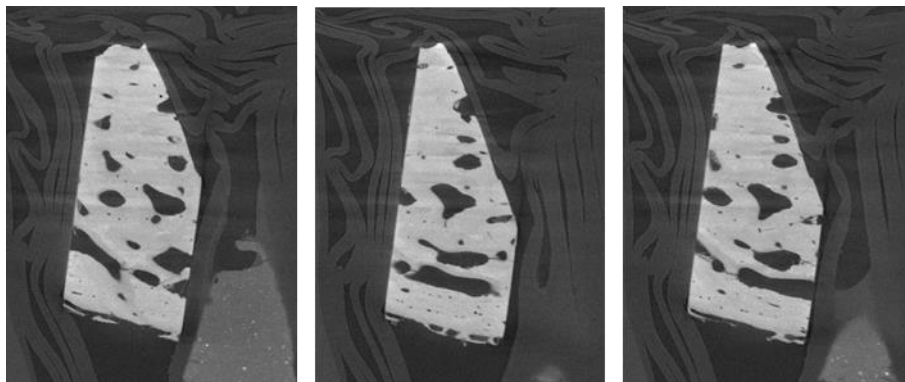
Images en coupe obtenues par tomographie à rayon X
